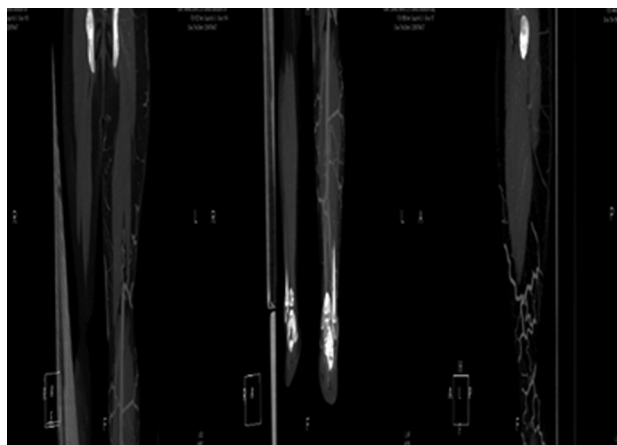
Angiotomografía computarizada multicorte de miembros inferiores.
